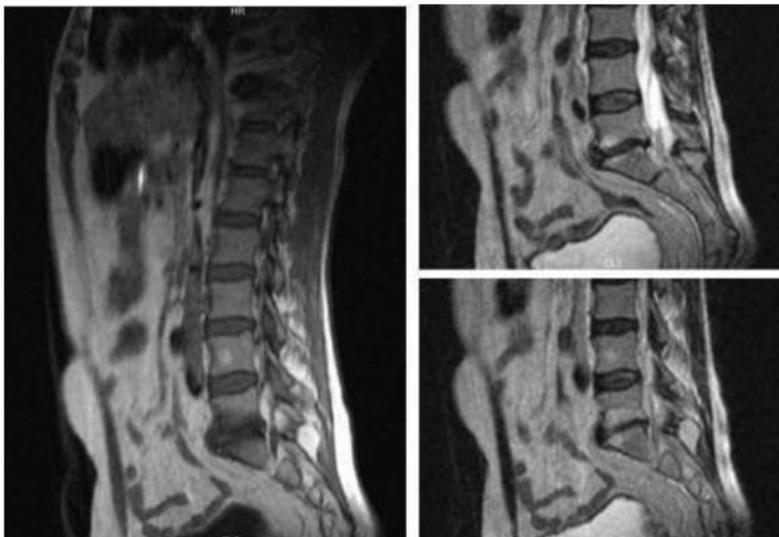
Resonancia magnética sagital donde se observa en secuencia T1 (izquierda) imagen hipointensa en placas terminales vertebrales en L5-S1 e hiperintensa en T2 (cambios Modic tipo 1). Tomado de Martinez et al. (13)
